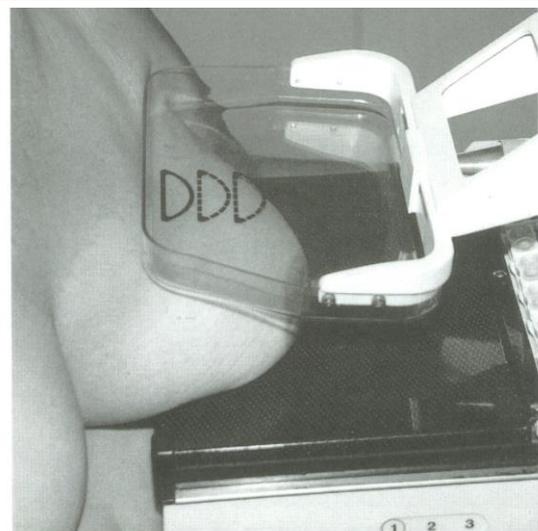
Paciente posicionada em incidência crânio – caudal exagerada, onde o tubo deve ser angulado cerca de 5 graus, erguendo o lado referente à mama que será radiografada.
